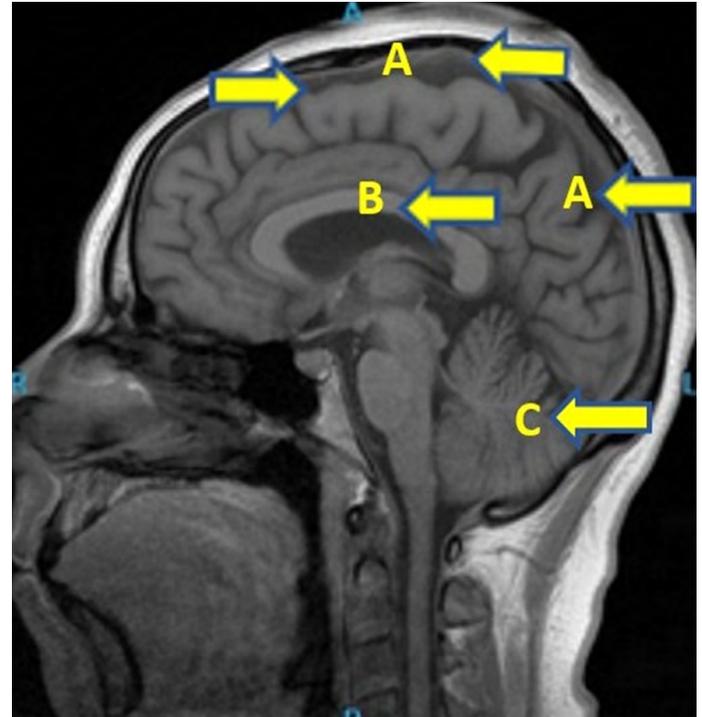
Resonancia magnética (corte sagital). Se percibe A) disminución cortical frontoparietooccipital, B) disminución en el cuerpo caloso y C) atrofia cerebelosa leve
